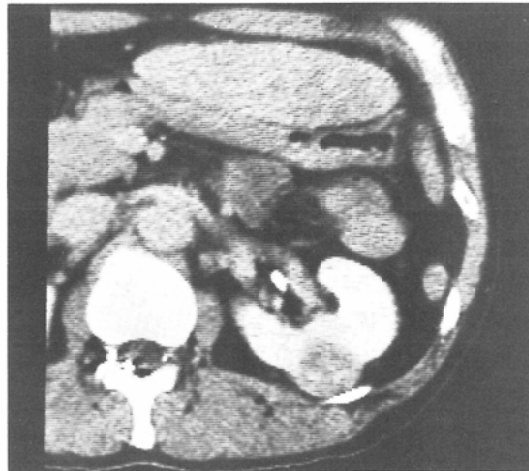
Post-contrast CT scan of a concomitant renal cell carcinoma. Round mass with low attenuation posteriorly in the midportion.
